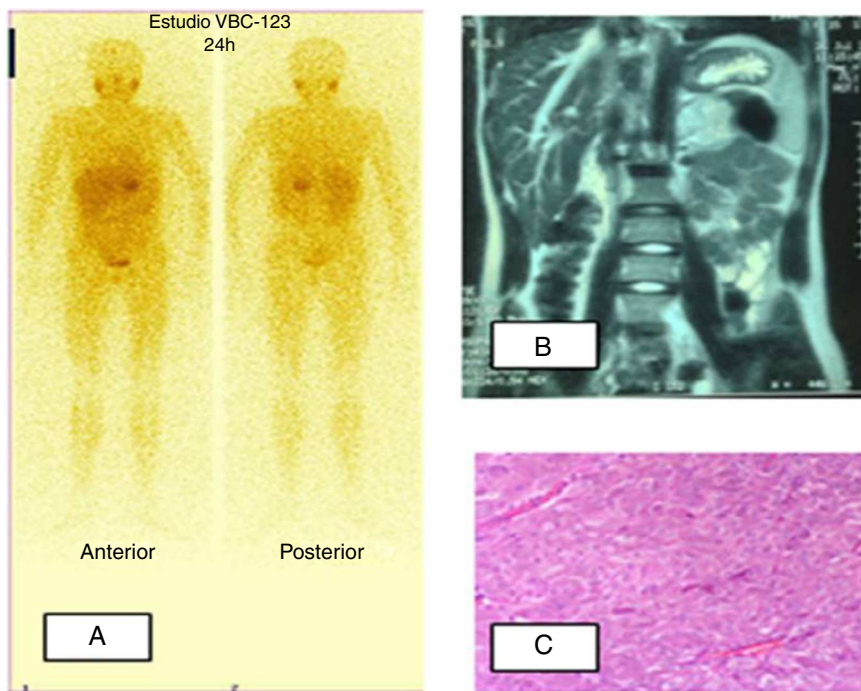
Paciente 2. A) Gammagrafía MIBG I123: hiperfijación a nivel de suprarrenal izquierda. B) RM abdominal: tumoración redondeada en localización anterior y superior al riñón izquierdo, intensidad heterogénea con hiperintensidad en T2. C) Tumoración constituida por nidos de células poligonales rodeados por finos capilares. Las células muestran citoplasma amplio eosinófilo y granular. El núcleo es grande con cromatina abierta y nucléolo patente.
